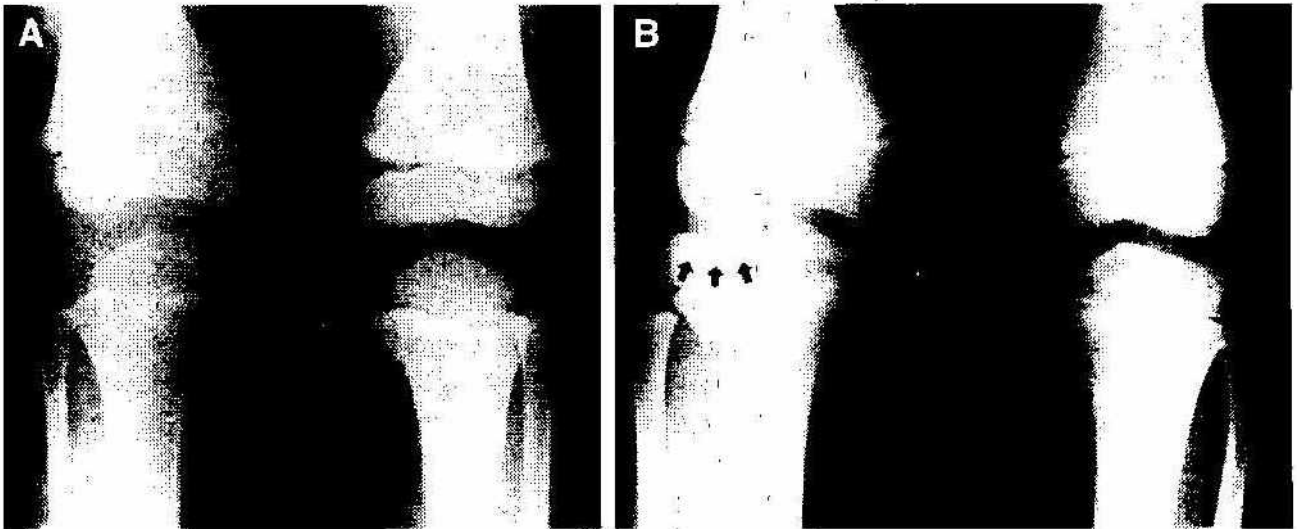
Preoperative radiograph of right lateral discoid meniscus of a 4-year-old boy. This radiograph shows no specific finding except slight genu valgum deformity.
